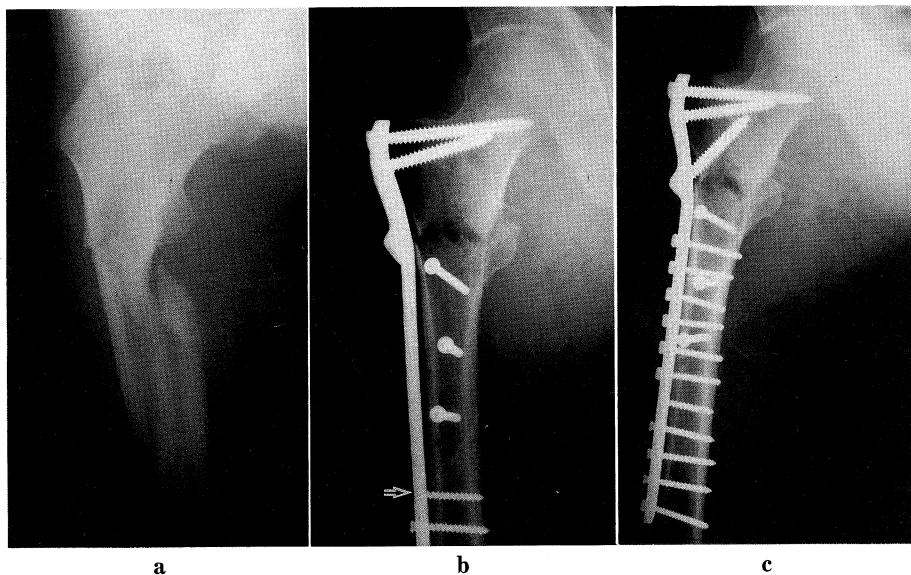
Case 8. (a) Preoperative roentgenogram showing the Type 4 fracture of the Boyd's classification. (b) Intraoperative roentgenogram indicating the broken of one of the cortical screw head (arrow). (c) Finally, the sound alignment and the rigid fixation were achieved.
